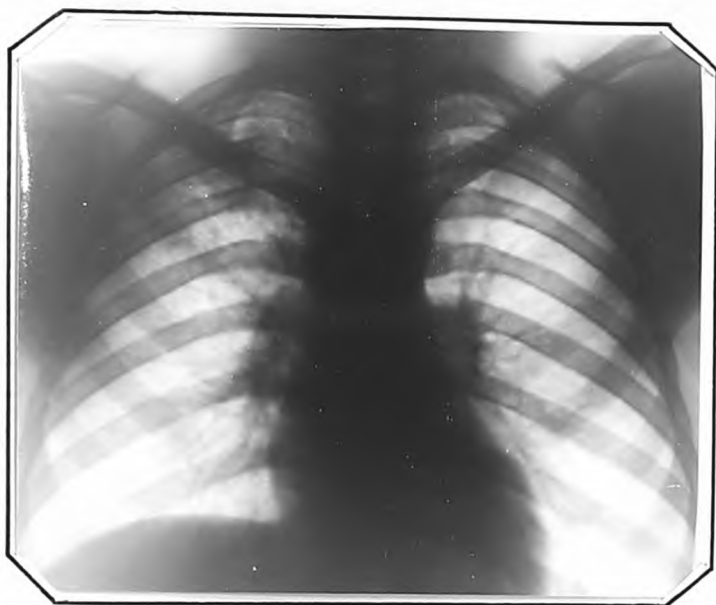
Рентгенограмма больного Д., от 19.1X.1947 г.
